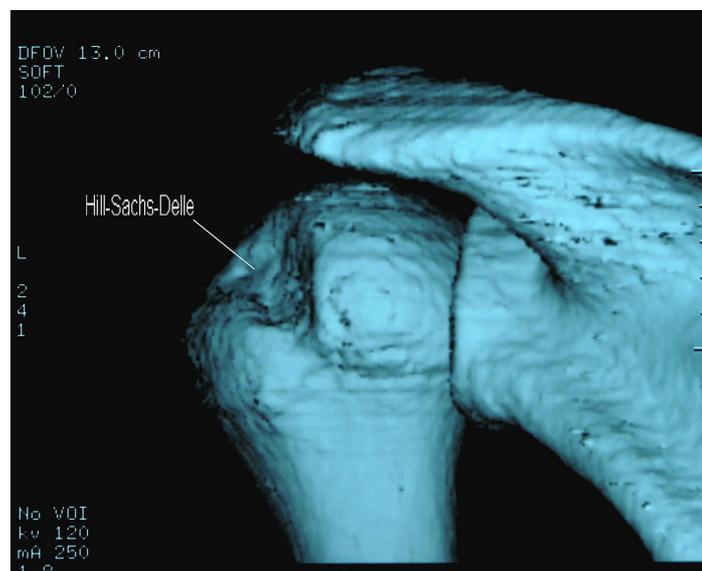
CT linkes Schultergelenk von dorsal (3D-Rekonstruktion)
